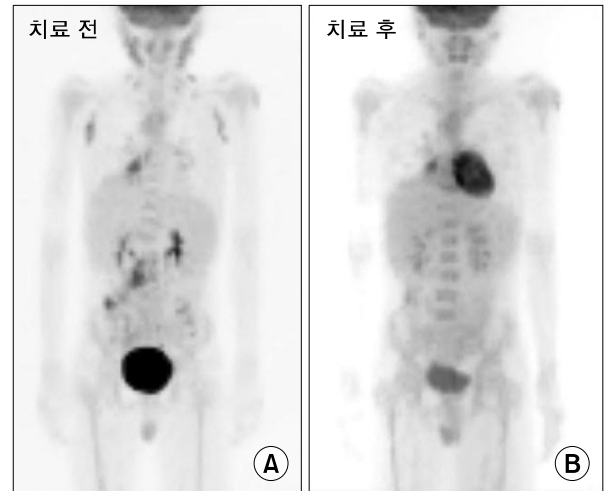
PET-CT findings (A) Before treatment: Hypermetabolic lesions in both cervical lymph nodes, both axillary lymph nodes, right lower lung, mediastinum, abdominal lymph nodes, and especially in the colon (B) After treatment: No evidence of hypermetabolic lesion.
